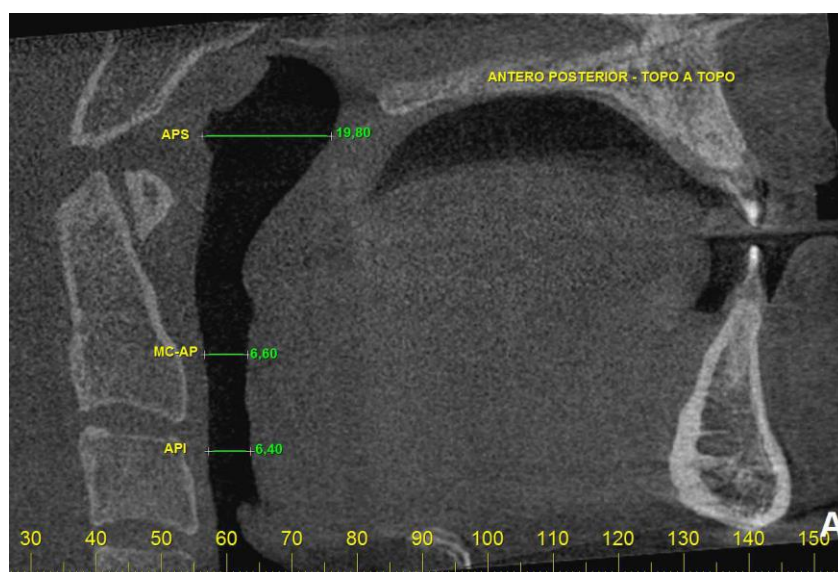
TC no corte sagital em Topo a Topo do paciente 01. APS: Antero-Posterior Superior; MC-AP: Máxima Constrição Antero-Posterior; API: Antero-Posterior Inferior
